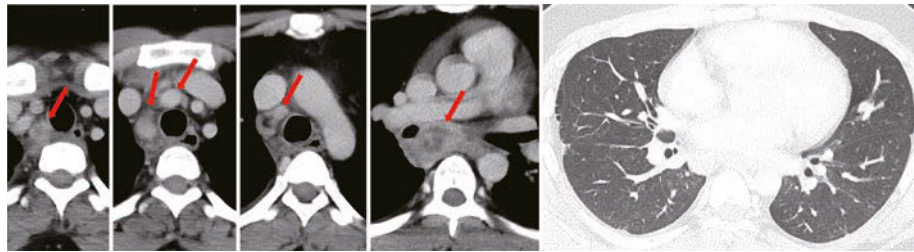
Contrast-enhanced CT scan showing the enlarged mediastinal lymph node (arrows).
